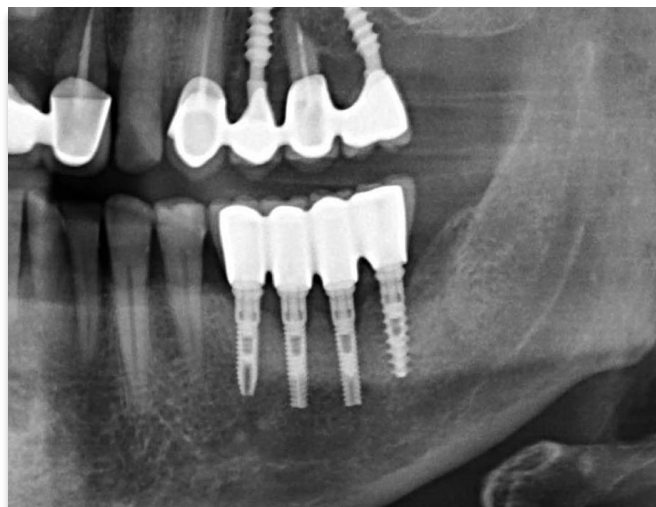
Radiografie efectuată la 1 an și 7 luni după intervenția de inserarea implantelor.
